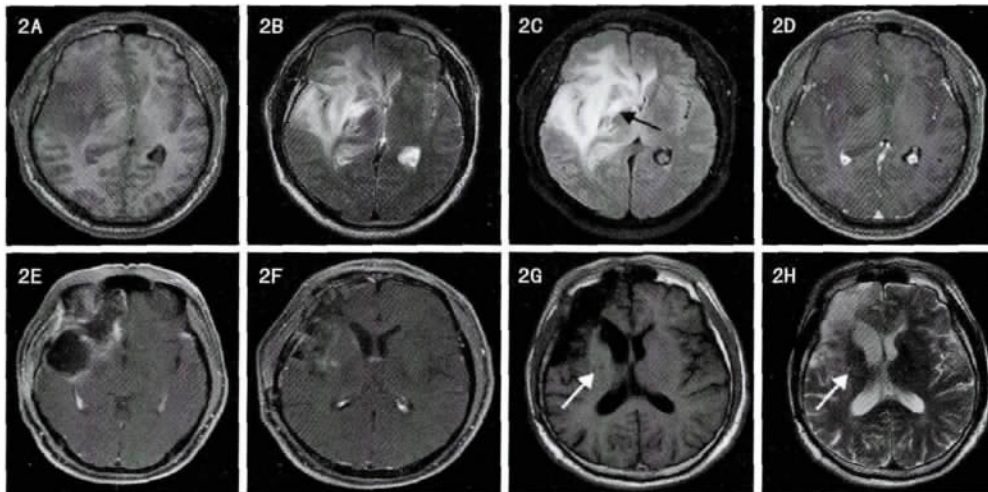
图中所示为表1中的病例1。术前MRI提示右侧额、颞及岛叶长T1(2A)长T2(2B)信号改变,FLAIR序列(2C)高信号,未见明显强化(2D),肿物包绕大脑中动脉,术后72h复查MRI见肿瘤切除满意(2E),未见梗塞病变(2F)。术后10个月复查如白色箭头所示,术区同侧基底节见长T1(2G)长T2(2H)信号点状梗塞样改变。
